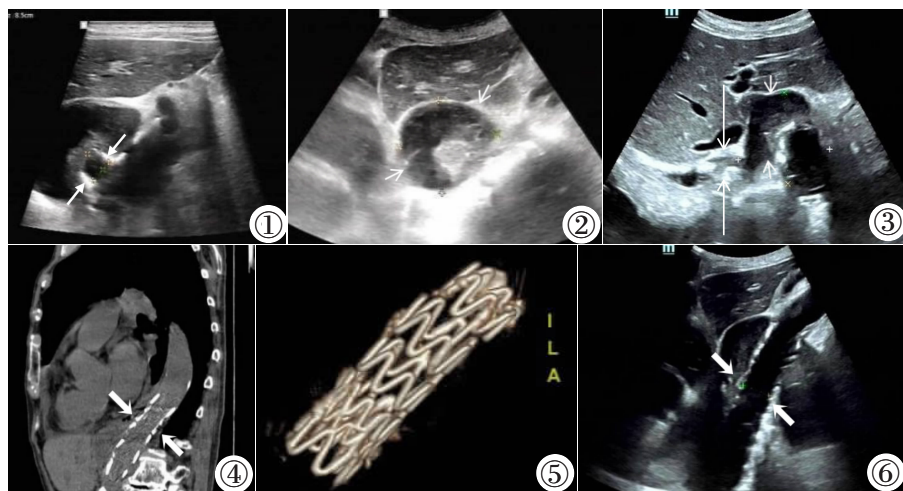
腹主动脉上段前壁回声中断(白箭头)。图2 周边不均质回声(短箭头)向肝左叶方向凸出,考虑血栓。图3 不均质回声(短箭头)右后方邻食管(长箭头)下段。图4 CT示腹主动脉起始处假性动脉瘤覆膜支架(粗箭头)。图5 CT三维重建假性动脉瘤覆膜支架。图6 超声示腹主动脉起始处网状支架回声(粗箭头)。
